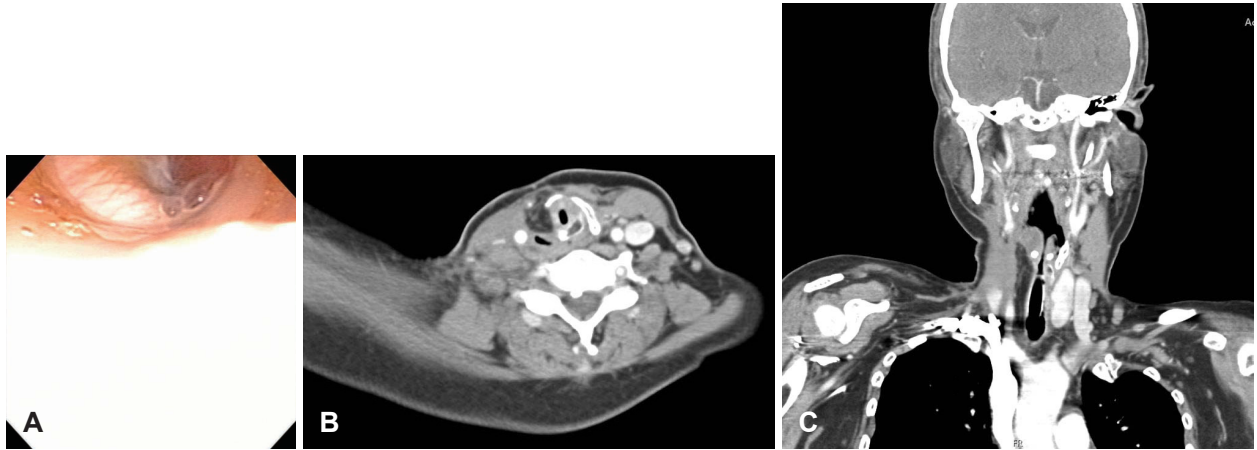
Postoperative one-month view of the subglottic airway and engrafted free flap. A: Flexible endoscopy. B: Neck CT Axial image. C: Coronal image.
